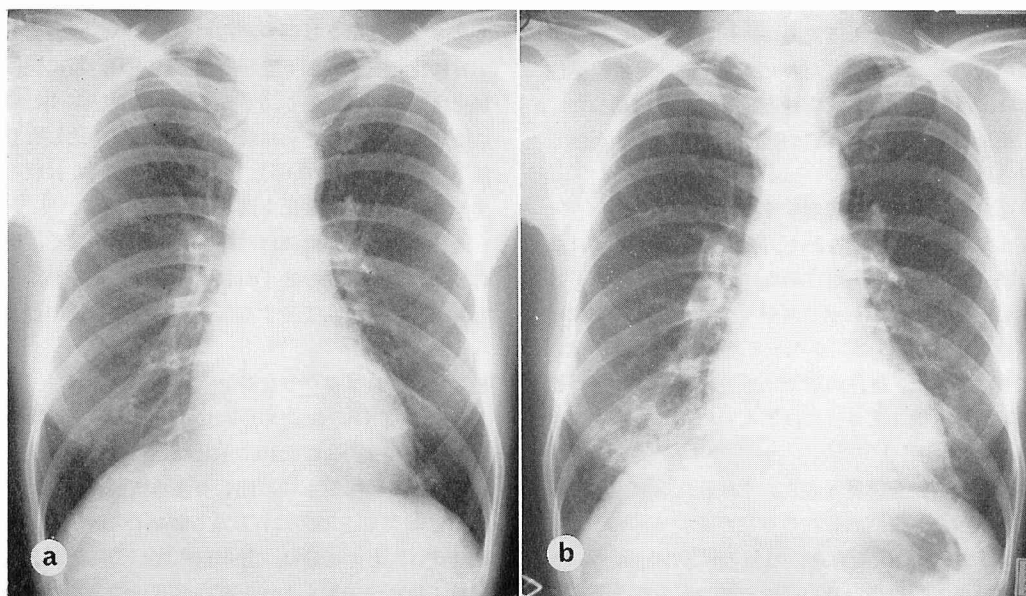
Chest roentgenograms of a HAPE-susceptible subject in whom HAPE developed during stay at high altitude.
